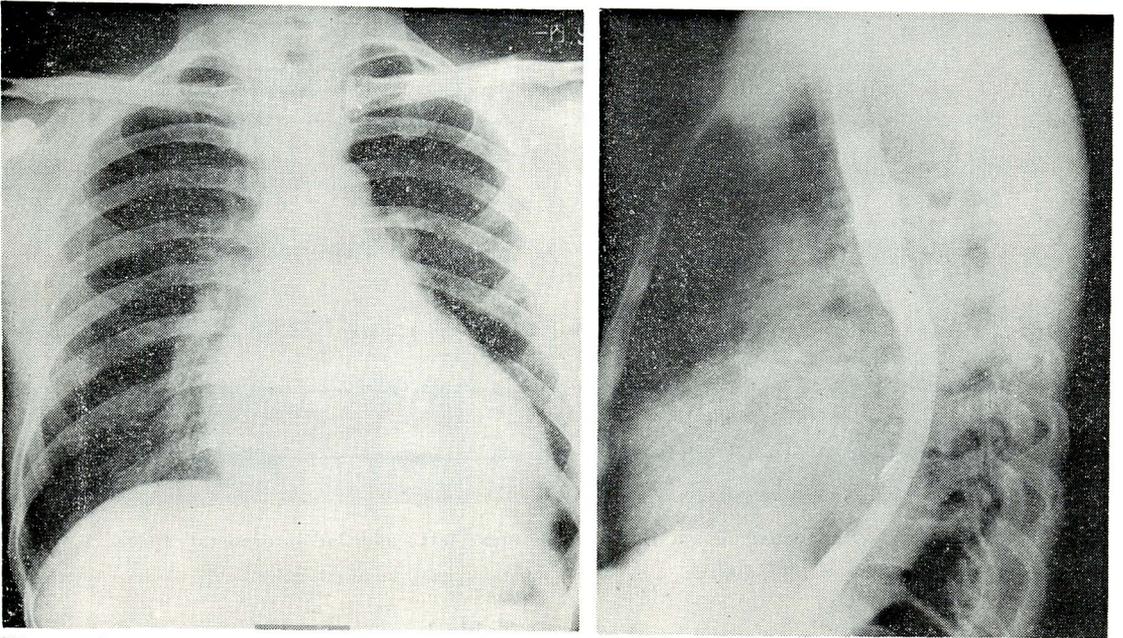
Chest roentgenograms
